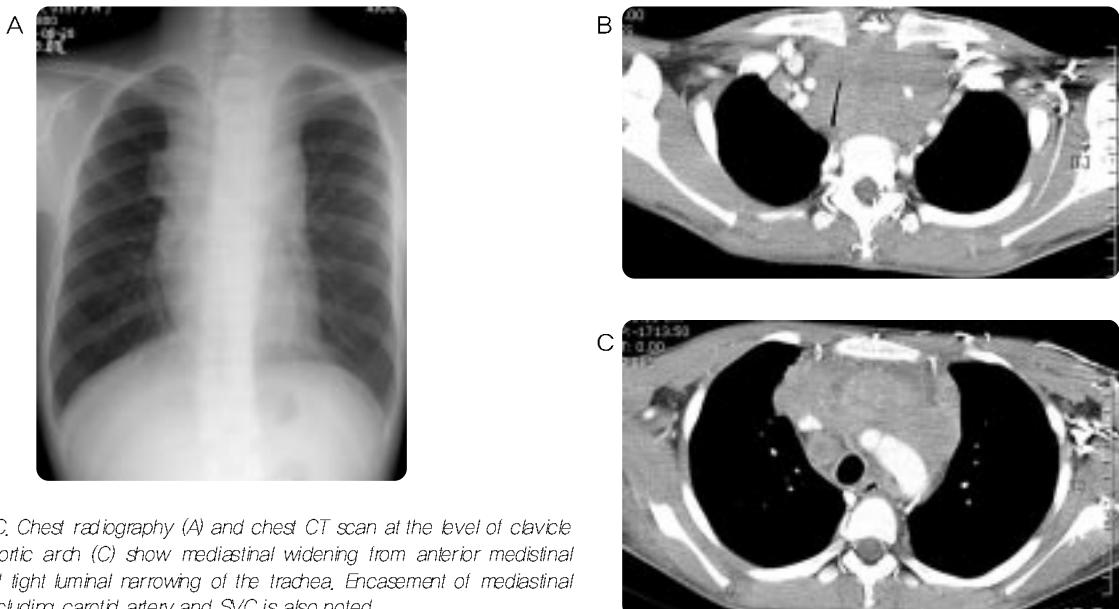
A-C. Chest radiography (A) and chest CT scan at the level of clavicle (B) and aortic arch (C) show mediastinal widening from anterior mediastinal mass and tight luminal narrowing of the trachea. Encasement of mediastinal vessels including carotid artery and SVC is also noted.
